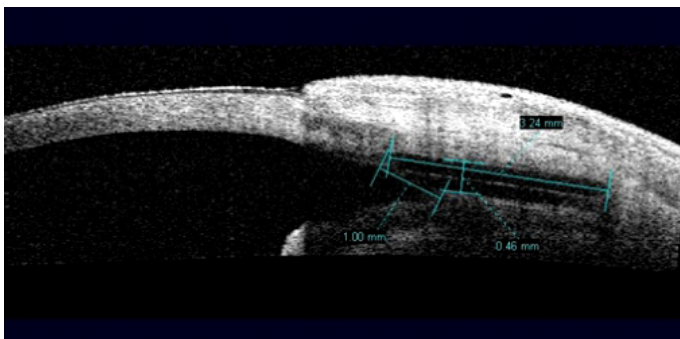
Tomografía de segmento anterior en la que se aprecian la iridectomía, la zona de la trabeculectomía y la ampolla de filtración subconjuntival.
